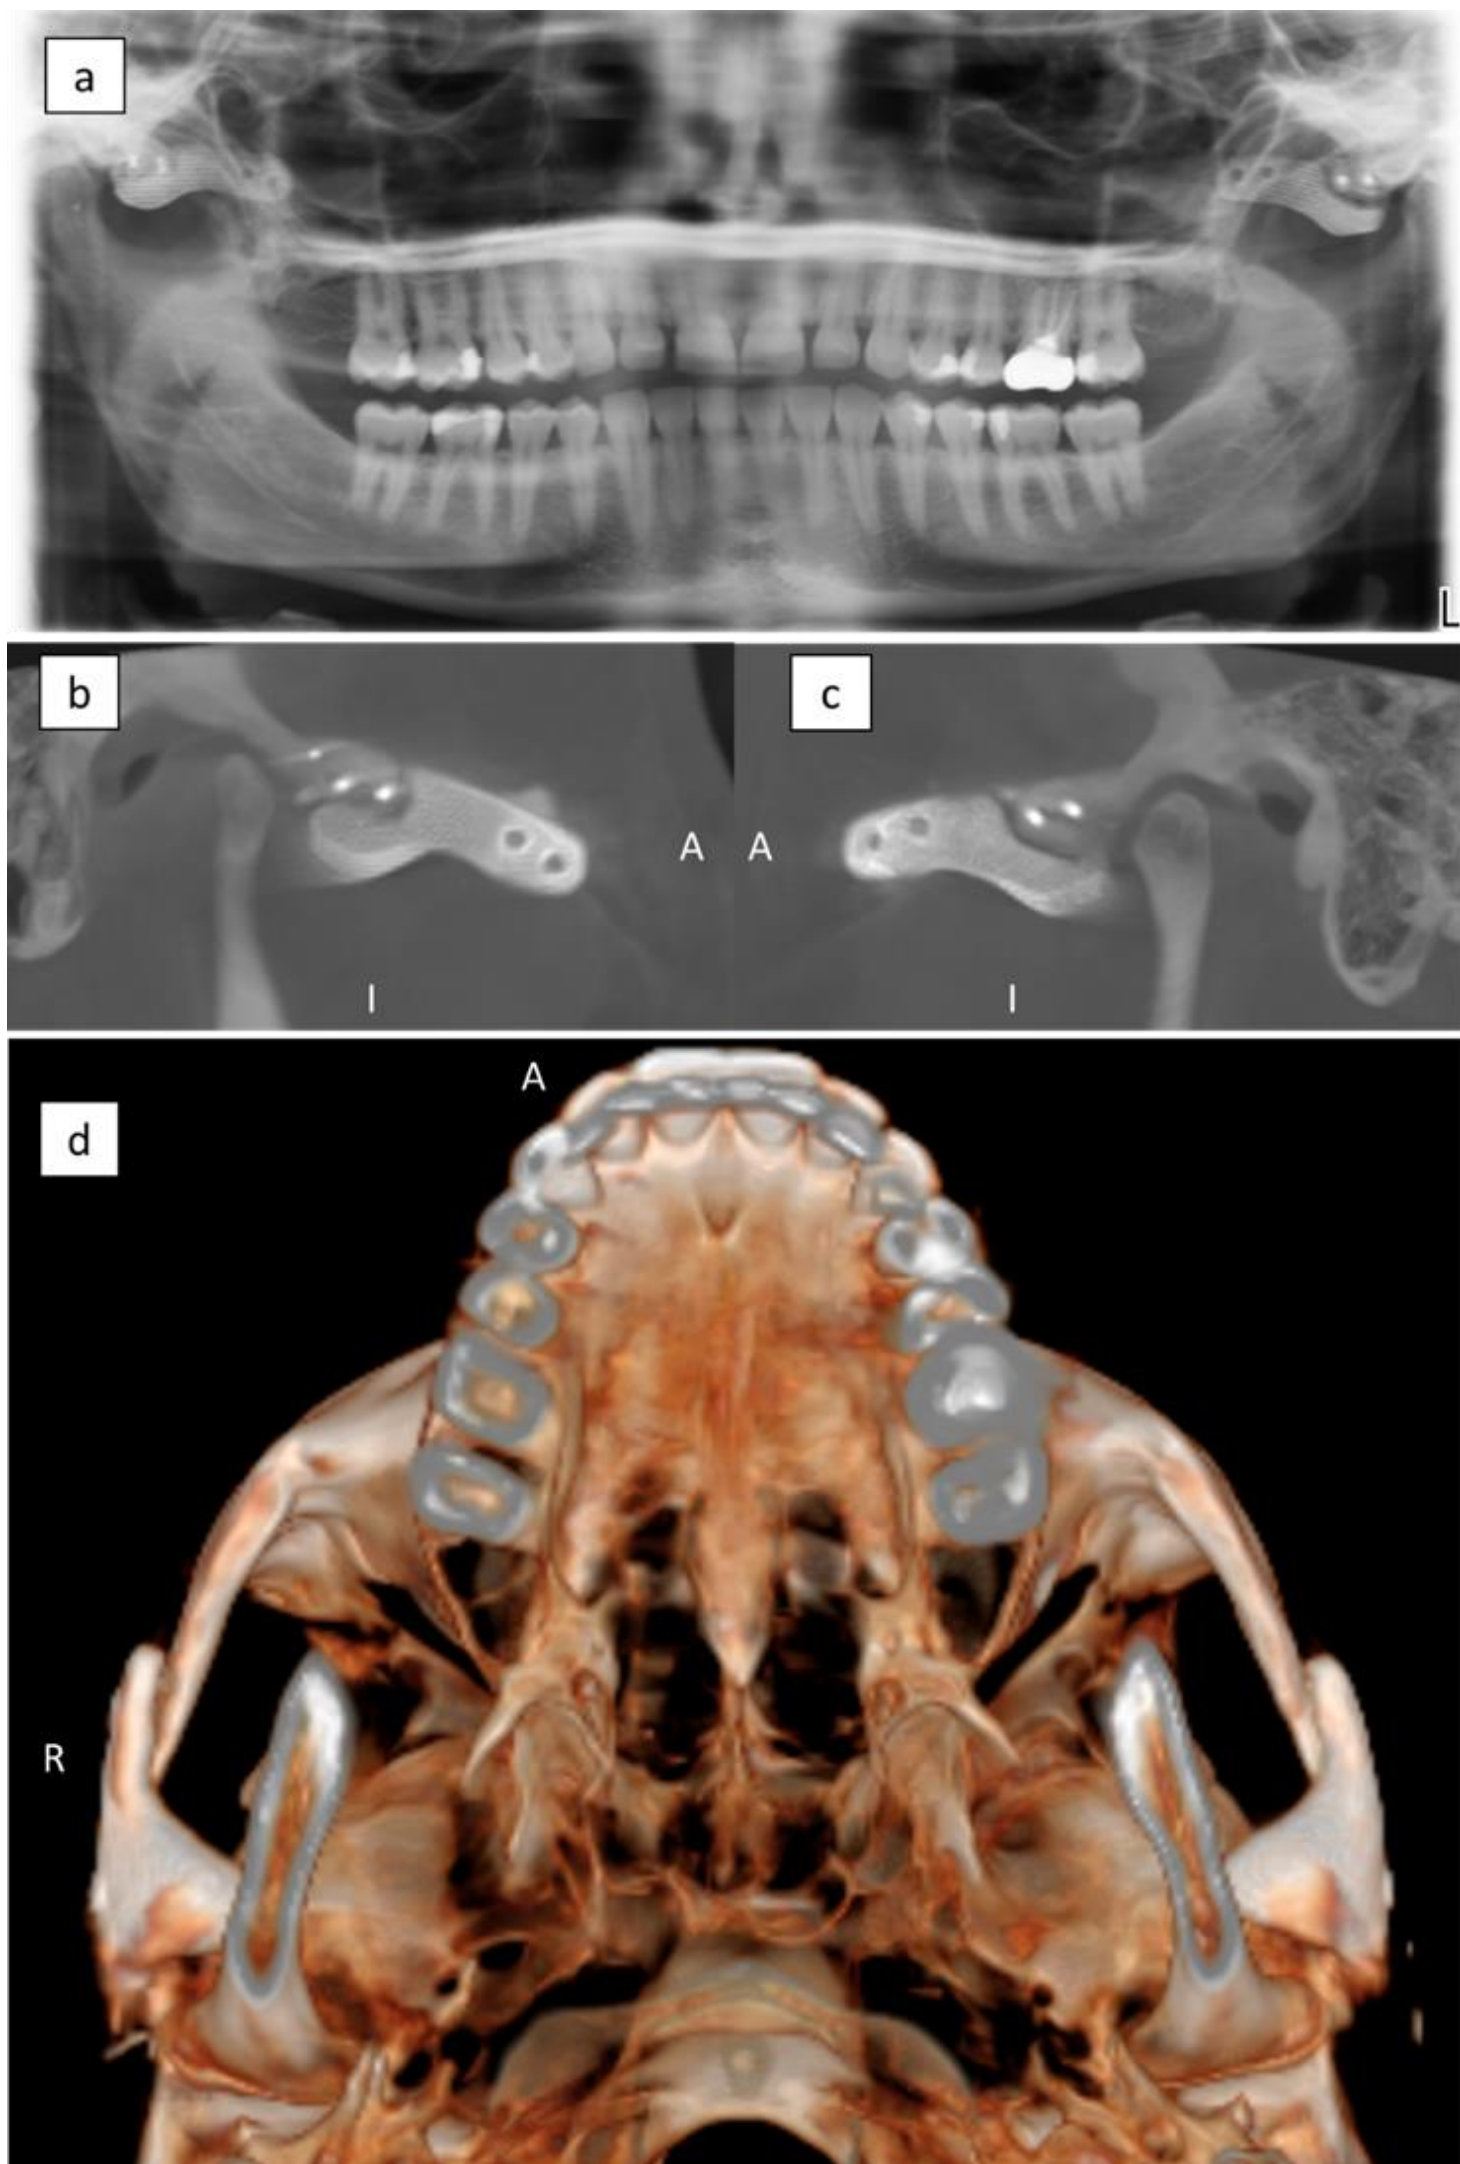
Imagerie postopératoire. a : panoramique dentaire, un jour après l'intervention chirurgicale. b et c : CBCT postopératoire à un an (reconstructions sagittales avec MIP), côté droit et gauche respectivement. Les deux implants sont vissés sur les arcades zygomatiques à l'aide de deux vis postérieures. A = repère antérieur. I : repère inférieur. d : vue inférieure de la modélisation 3D CBCT postopératoire à un an montrant la position correcte des implants.
